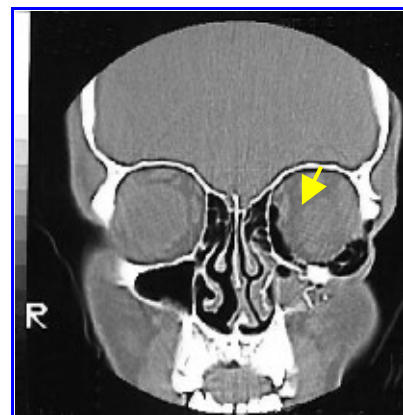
TAC de cara. Enfisema en la órbita izquierda.
